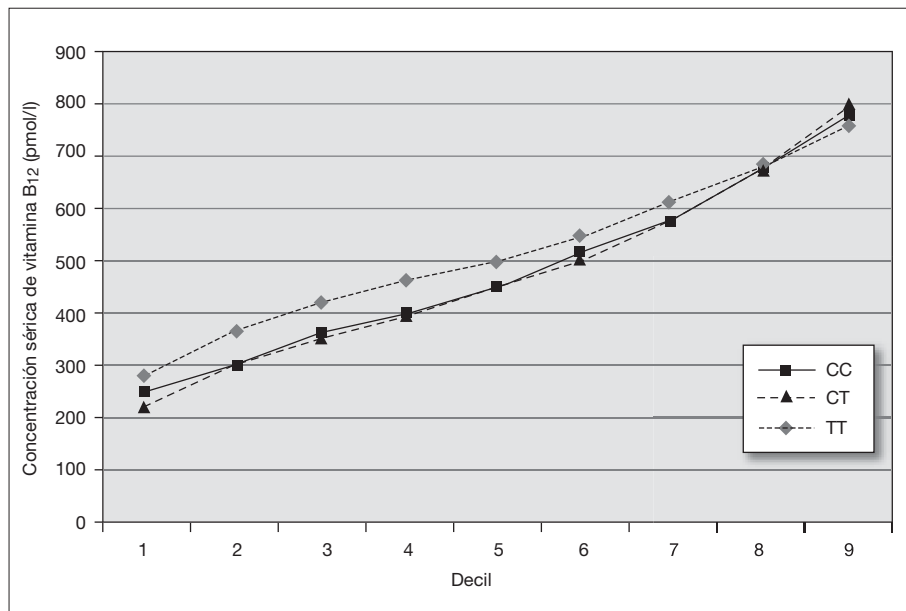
Percentiles de vitamina B₁₂ en función del genotipo C677T de la enzima metilentetrahidrofolato reductasa. CC: genotipo homocigoto no mutado; CT: genotipo heterocigoto mutado; TT: genotipo homocigoto mutado.
